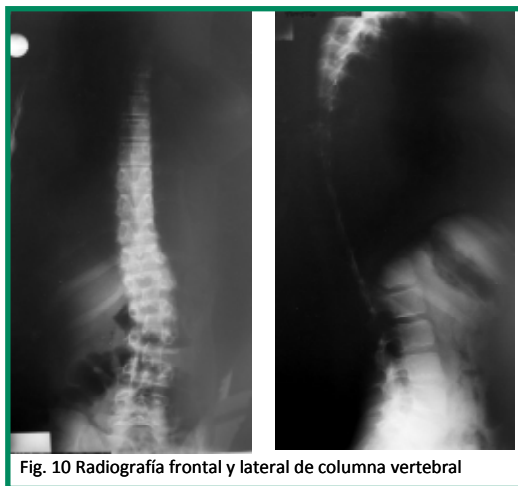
Radiografía frontal y lateral de columna vertebral
